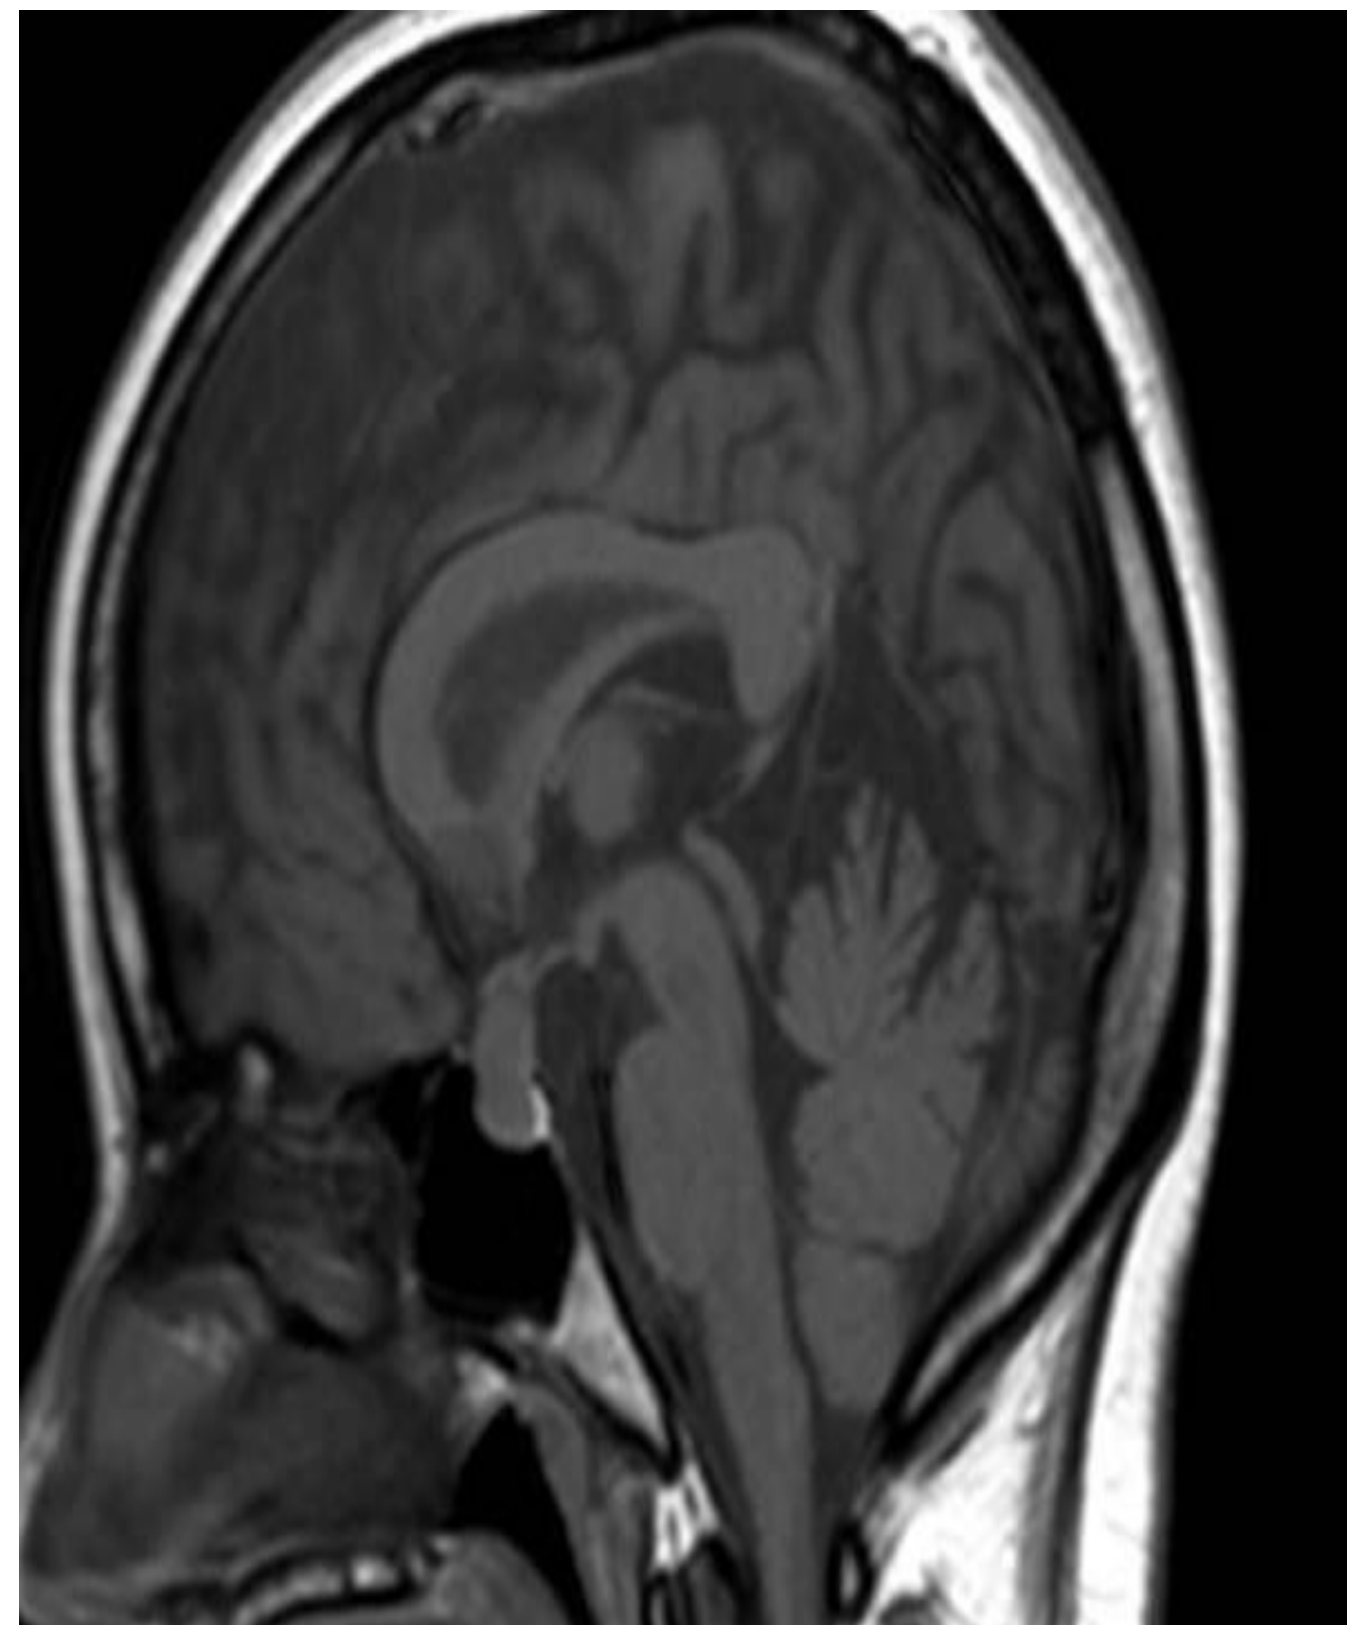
IRM hypophysaire en coupe sagittale séquence T1.VVV
